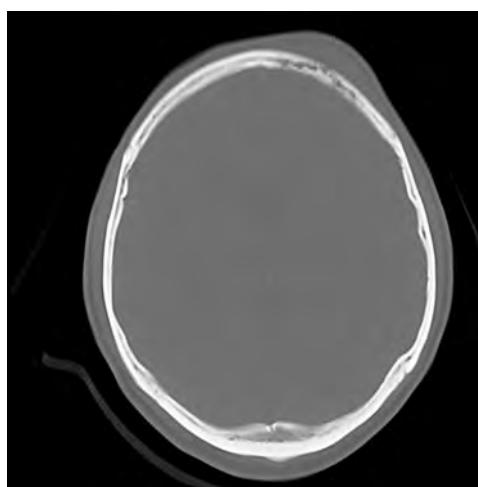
Corte de tomografía computarizada en fase ósea en el que se aprecia una lesión lítica del hueso frontal sugestiva de osteomielitis.
